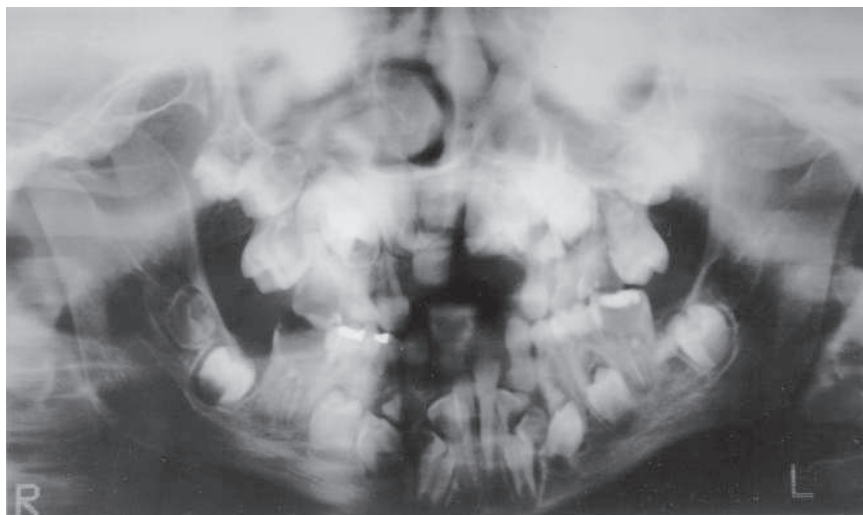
Radiografia panorâmica do caso clínico 1
